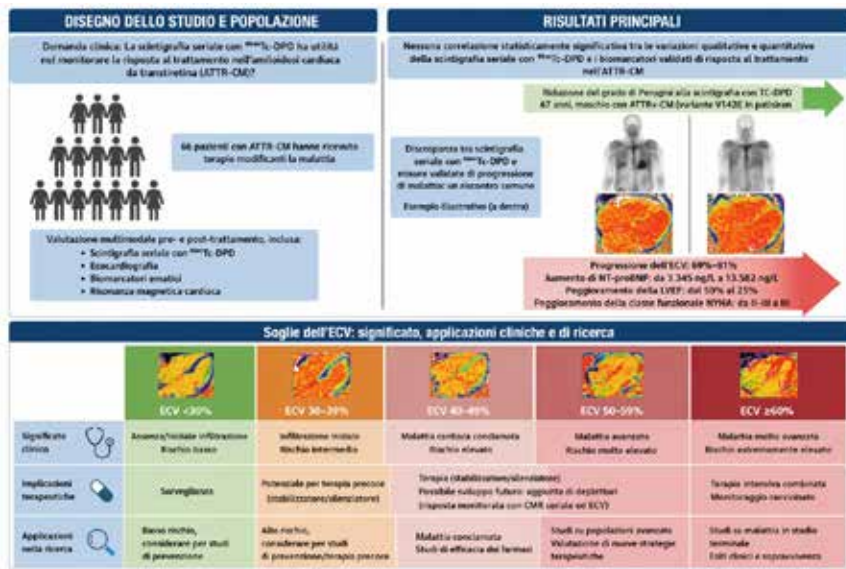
Confronto tra lo studio di scintigrafia (panello superiore) e di risonanza magnetica (panello inferiore), che mostra come la risonanza magnetica cardiaca con valutazione di volume extracellulare sia la metodica più sensibile nel determinare il burden di amiloidosi cardiaca.
